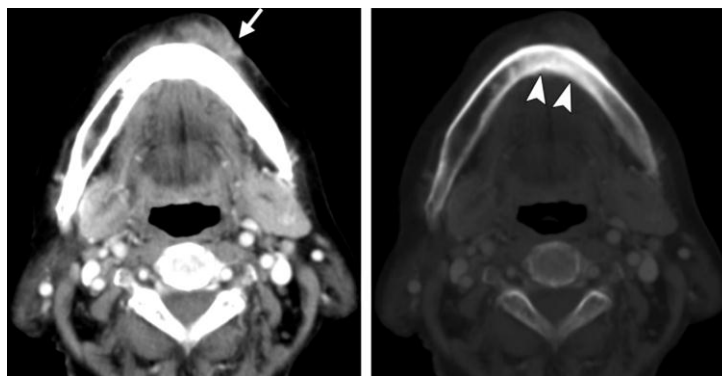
Actinomicosis cervicofacial crónica con drenaje sinusal en una mujer de 73 años. (A) La imagen de contraste axial muestra una masa elíptica con un defecto focal de la piel (flecha), que corresponde a la fístula cutánea. (B) La TC representa el cambio esclerosante focal (puntas de flecha) en la mandíbula adyacente, un hallazgo que sugiere osteomielitis.¹⁵
